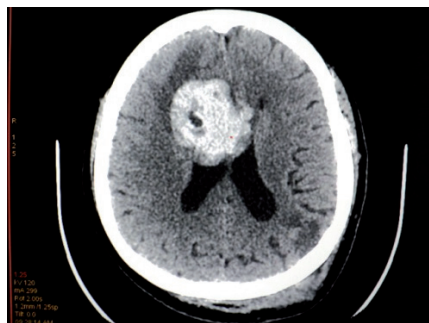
Пациентка С., 60 лет. КТ- контроль головного мозга через 5 дней с момента поступления.
